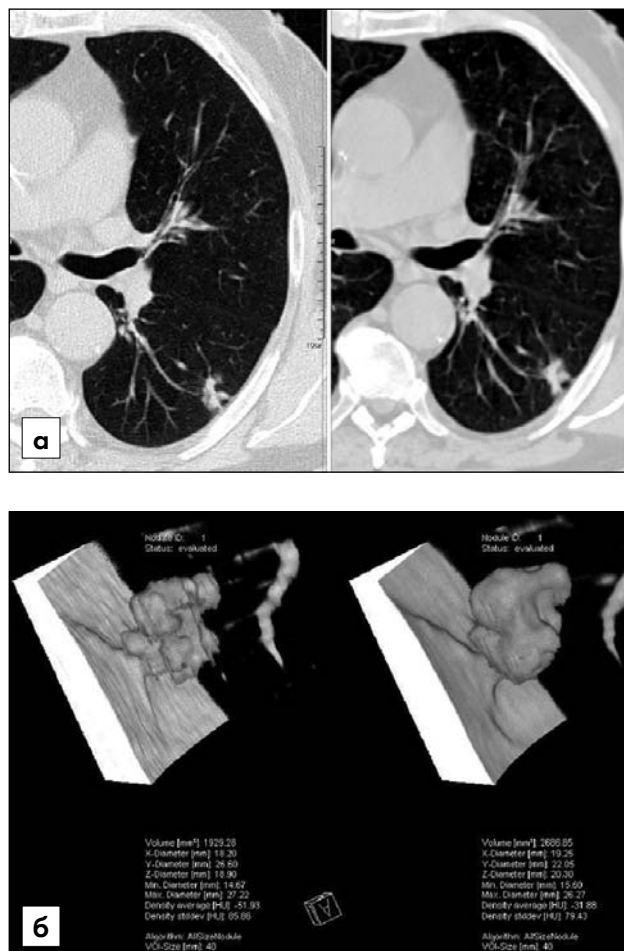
Оценка роста опухоли на КТ-изображениях с помощью КАД.
